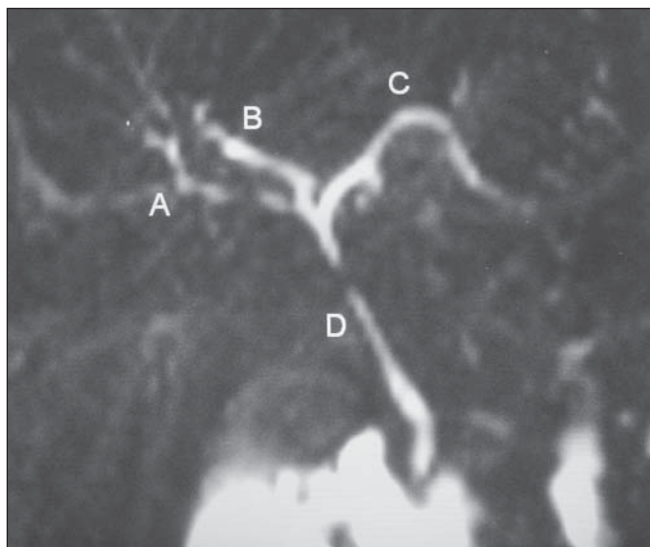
Colângio-RM evidenciando trifurcação do ducto hepático comum. A, ducto hepático anterior direito; B, ducto hepático posterior direito; C, ducto hepático esquerdo; D, ducto hepático comum.
